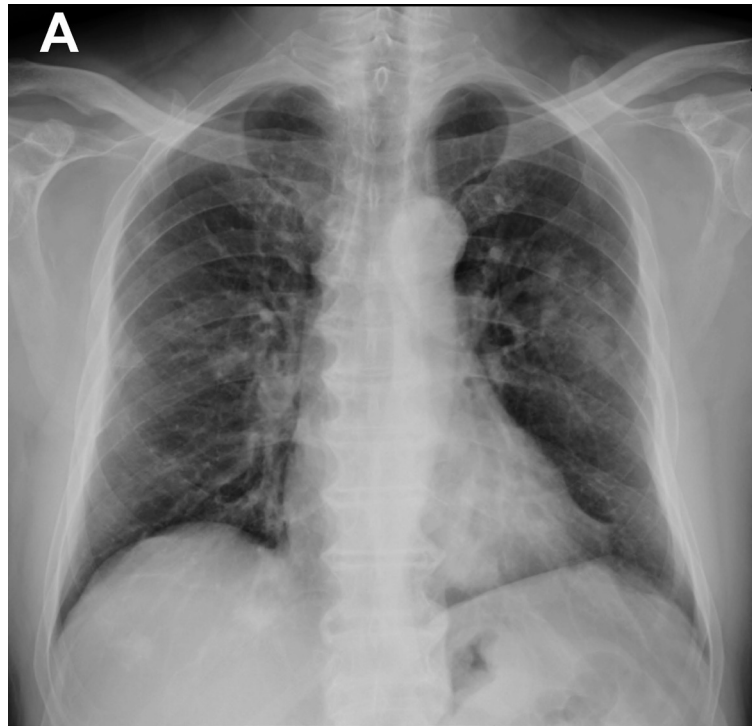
Chest radiography revealed opacity lesions over left middle lung field and right subpleural areas
